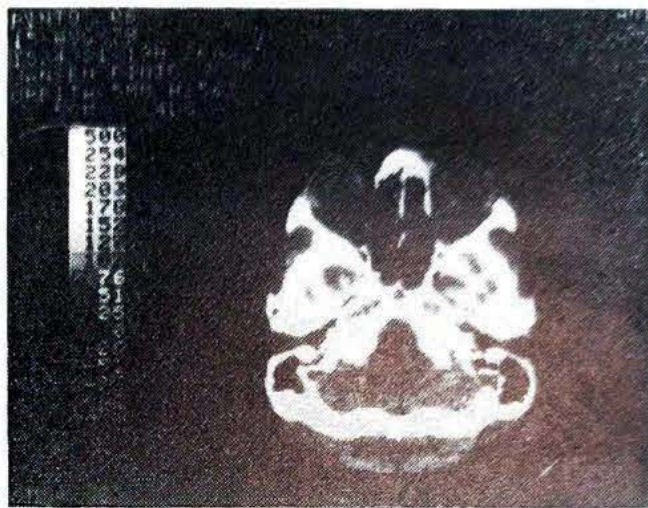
Tomografia computadorizada pós-operatória em tomada órbito-meatal evidenciando resolução da orbitocele da parede medial da órbita direita com reconstrução através de enxerto autólogo bem integrado após 6 meses.
